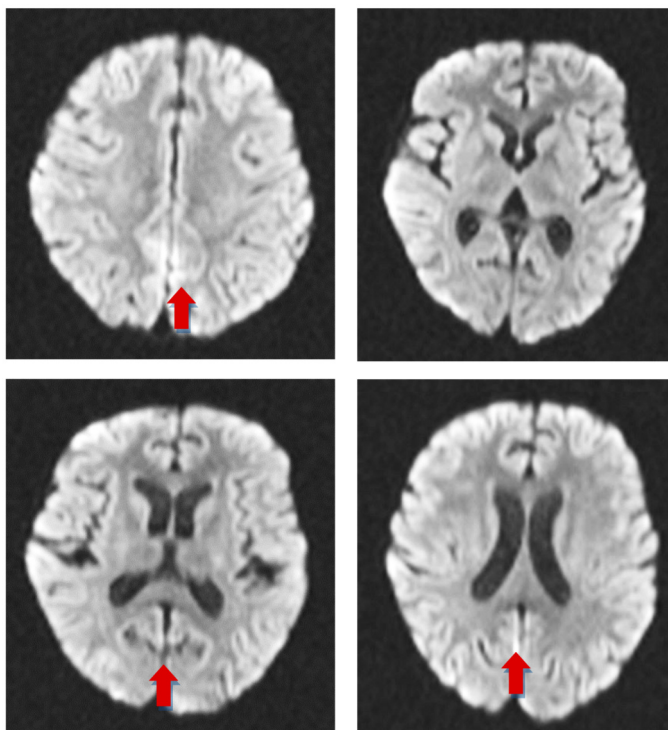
RMN cerebral simple en área de difusión. Áreas de restricción de señal occipital hacia la línea media en la cortical en valores de difusión.
